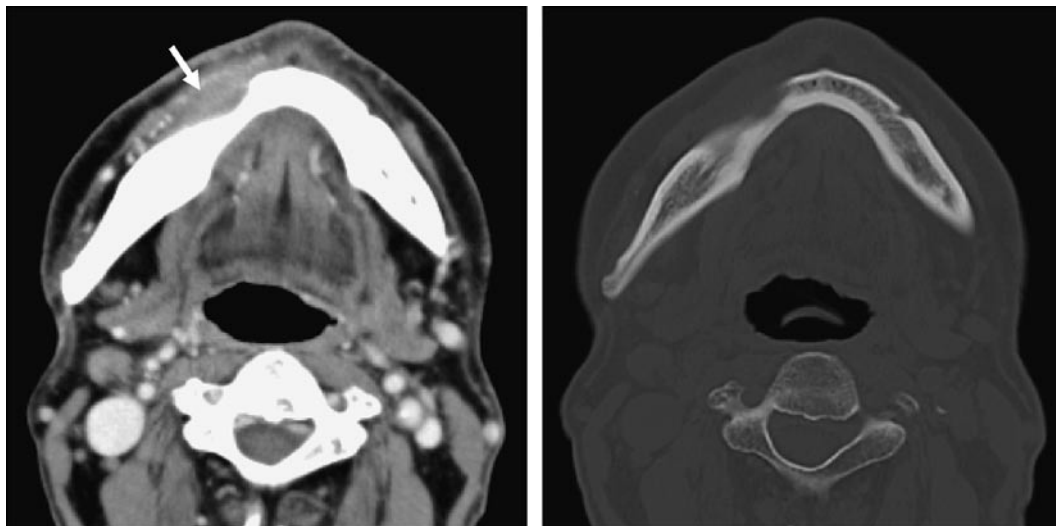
CT 横断像 (スライス厚 3mm, 左: 造影後軟組織表示・右: 骨表示); 骨吸収部の辺縁は整であるが, 水平断のみでは皮質骨の破壊が否定できない。病変の頬側への軟組織進展が認められる (矢印)
